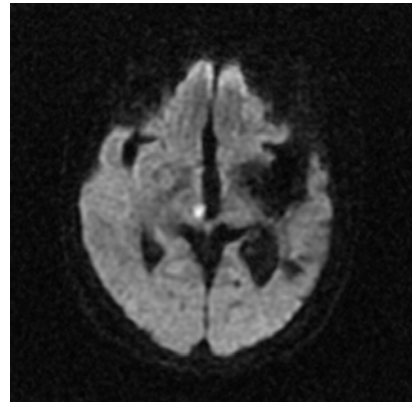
Brain magnetic resonance imaging of patient (2017.09.04)
